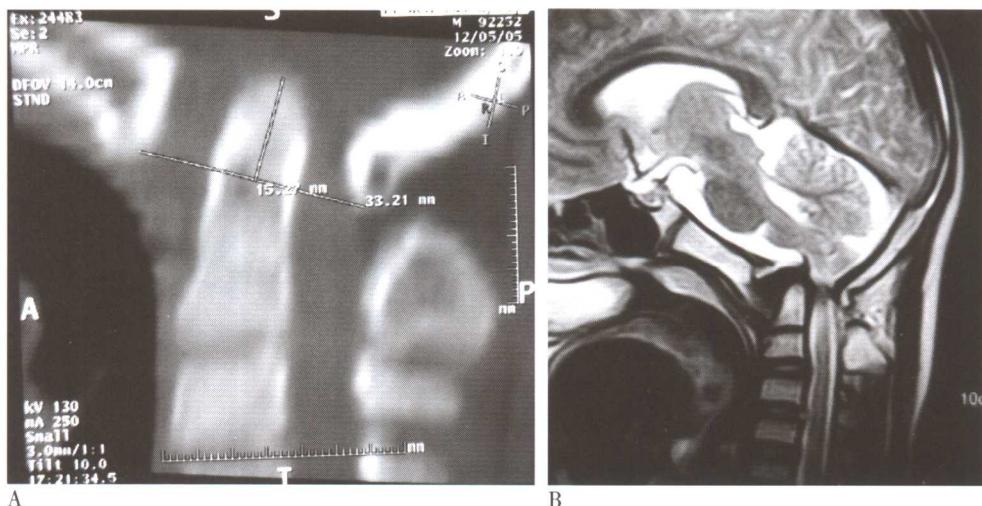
颅底凹陷。A. CT断层片；B. MRI。
